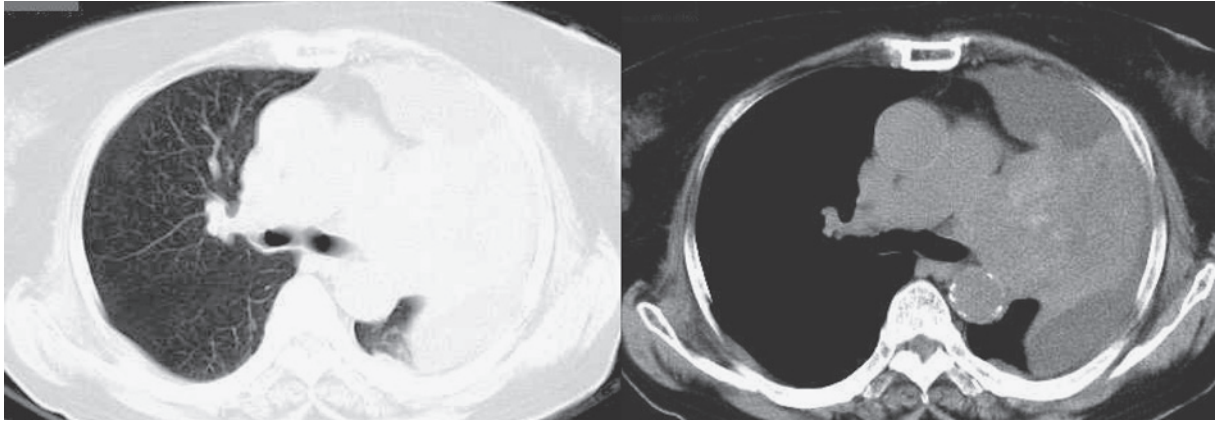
A chest CT scan showing a tumor located in the left pulmonary hilar region involving the surrounding lymph nodes.
